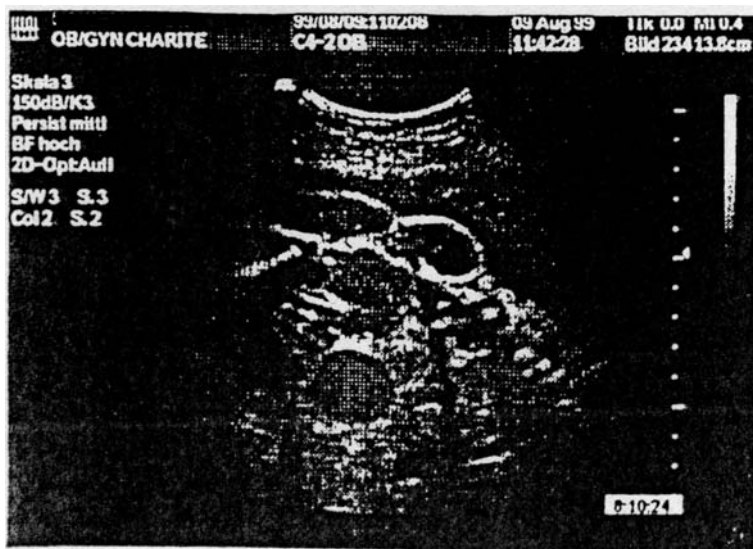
Fetales Sonogramm des Kindes aus Fallbeispiel 2 mit Darstellung der zystischen Malformationen im Abdomen (36. SSW)
